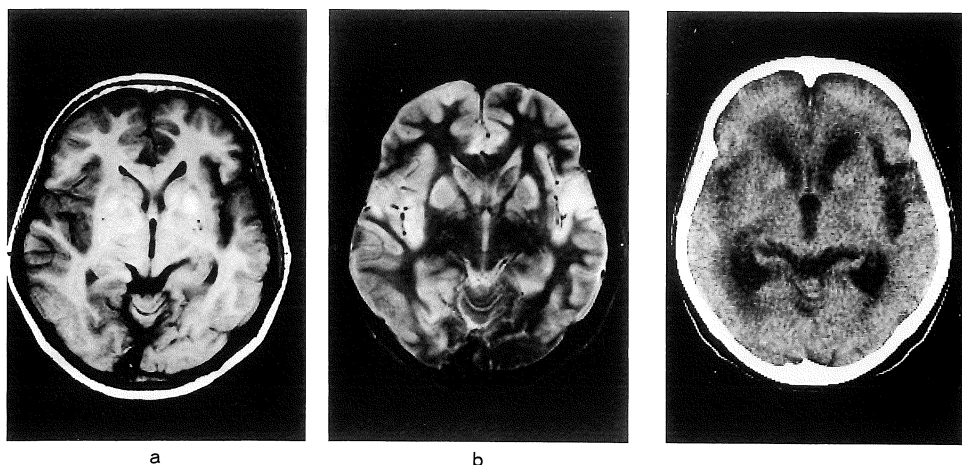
MR images obtained 10 days after admission.
